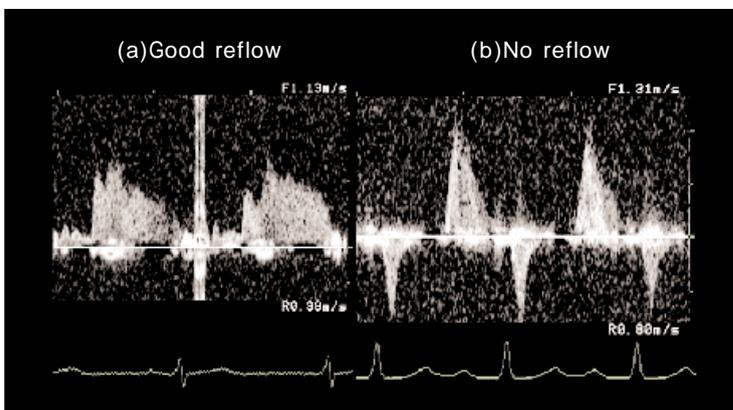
急性心筋梗塞例での再灌流後前下行枝冠動脈(#7)血流:パルスドプラエコー図による2種類の血流パターン
